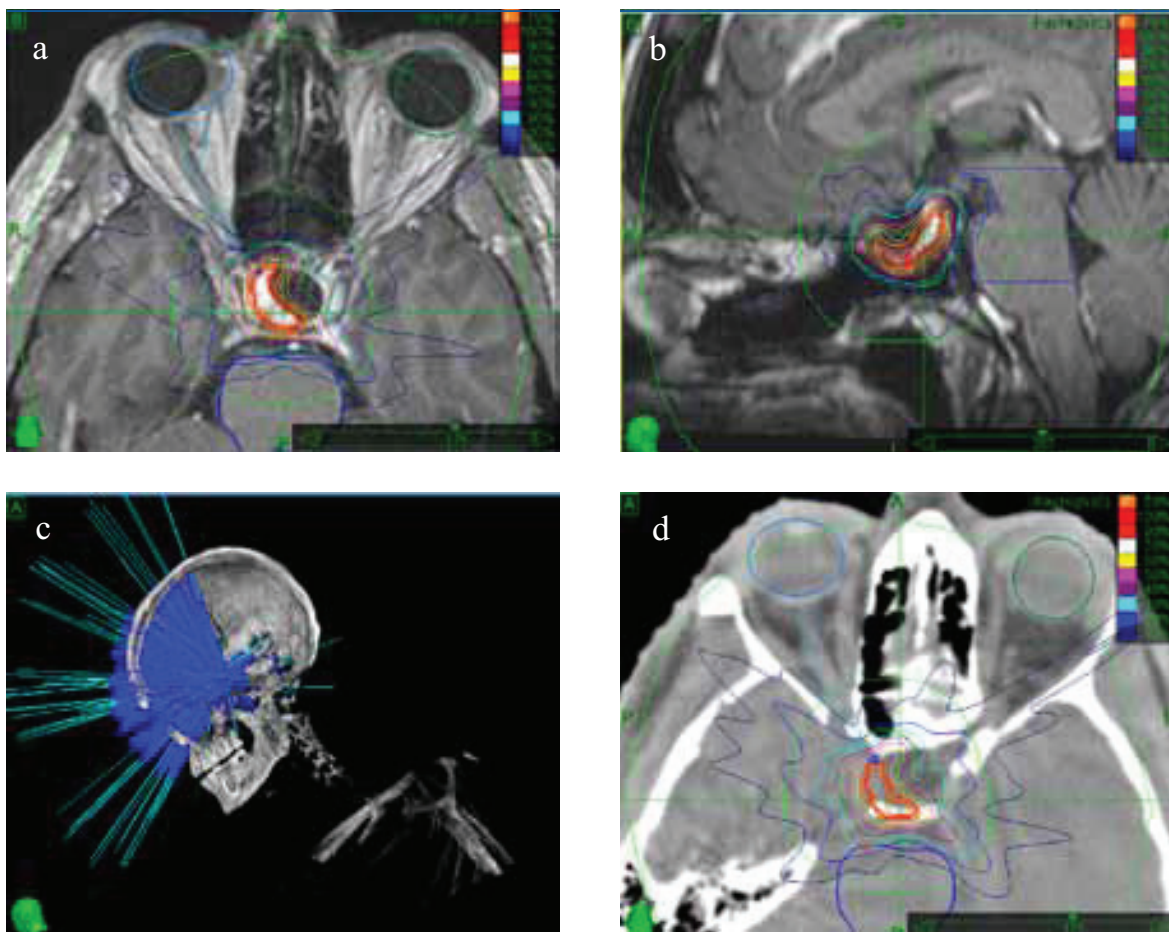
Irradiation plan of a functional adenoma with growth hormone overproduction. Recurrent tumour in the right cavernous sinus after the transnasal endoscopic resection of its parasellar part (a post-operative pseudocysts) according to MRI. Prescribed dose 1x35 Gy corresponding to a 79% isodose.
